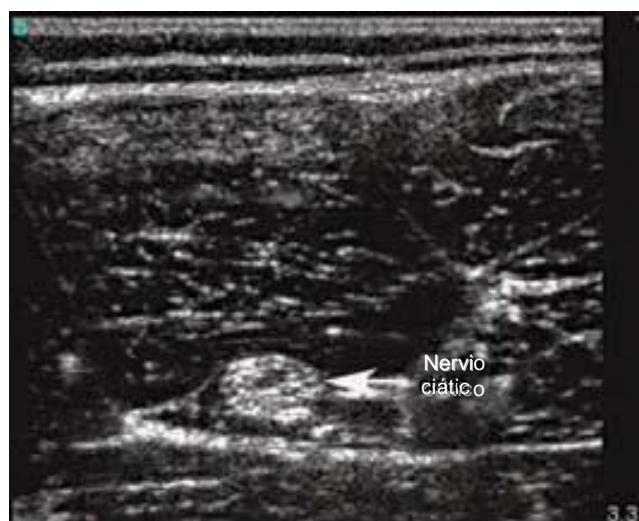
Visualización ecográfica del nervio ciático en el nivel medio femoral (lado izquierdo = lateral, unidad de ultrasonido SonoSite MicroMaxx con una sonda de 13 MHz).
